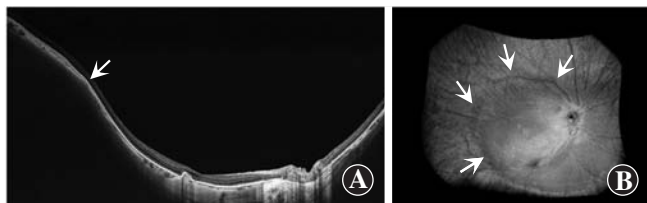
葡萄肿的超广域 OCT 成像 A:OCT 的水平扫描通过中央凹,葡萄肿的边缘(箭头)显示一致的特征,即从周边到葡萄肿边缘逐渐变薄的脉络膜,葡萄肿边缘到后极部逐步再增厚的脉络膜,伴有葡萄肿边缘巩膜曲率的变化。葡萄肿区域显示鼻侧向葡萄肿边缘的后部巩膜突起 B:三维重建图像清晰地显示葡萄肿边缘(箭头)经下列文献许可转载:Shinohara K, Shimada N, Moriyama M, et al. Posterior staphylomas in pathologic myopia imaged by widefield optical coherence tomography. Invest Ophthalmol Vis Sci. 2017;58:3750-3758. 根据知识共享署名 4.0 国际许可协议(CC BY)许可
